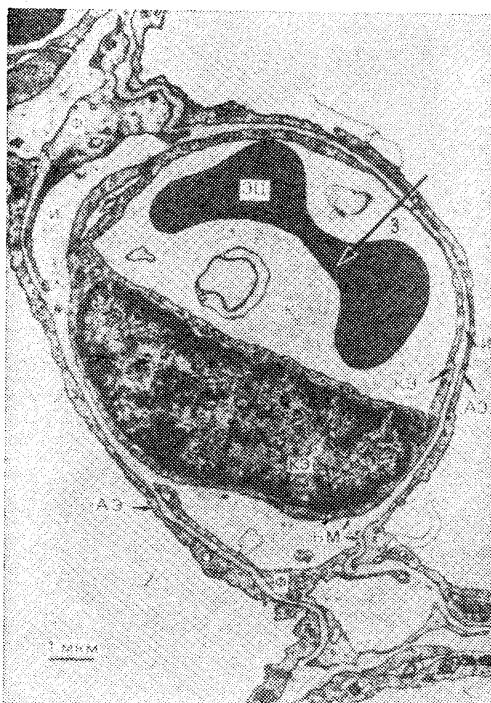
Электронная микрофотография легочного капилляра (К), проходящего в стенке альвеолы. Обратите внимание, насколько тонок альвеолярно-капиллярный барьер (его толщина меньше 0,5 мкм). Длинная стрелка соответствует пути диффузии дыхательных газов от альвеол внутрь эритроцитов (ЭЦ). При этом газам необходимо пройти через слой сурфактанта (здесь не виден), альвеолярный эпителий (АЭ), интерстиций (И), капиллярный эндотелий (КЭ) и плазму крови. Видны фрагменты соединительнотканых клеток — фибробластов (Ф), базальная мембрана (БМ) и ядро эндотелиальной клетки (Е. R. Weibel: Respiration Physiology 11 : 54, 1970)
